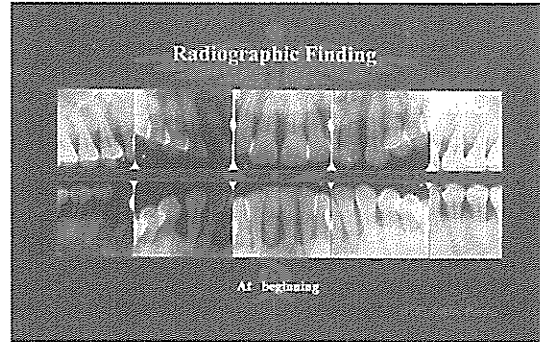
초진시 방사선학적 소견-전반적인 치조골 흡수
